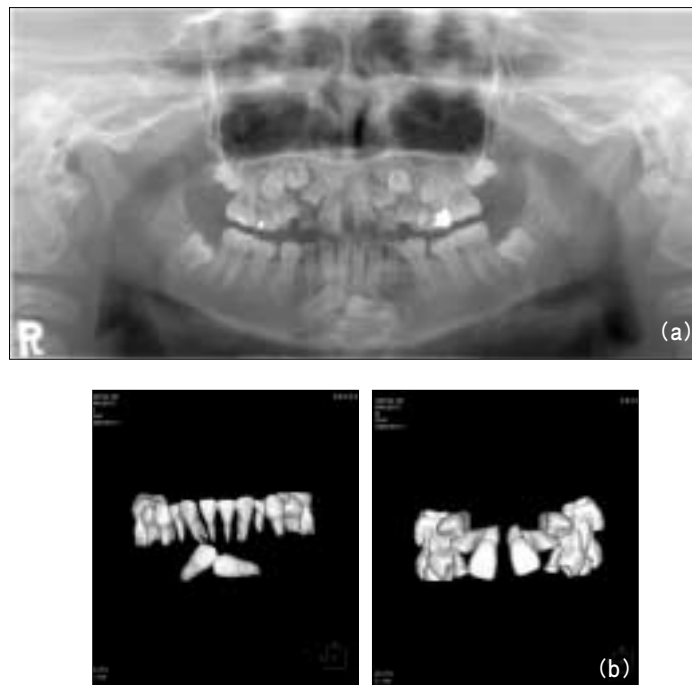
(a) The impaction of #12,13,22,23,33,43 is seen in panorama x-ray. (b) The location and direction of #12,13,22,23,33,43 can be detected by 3D dental CT.
